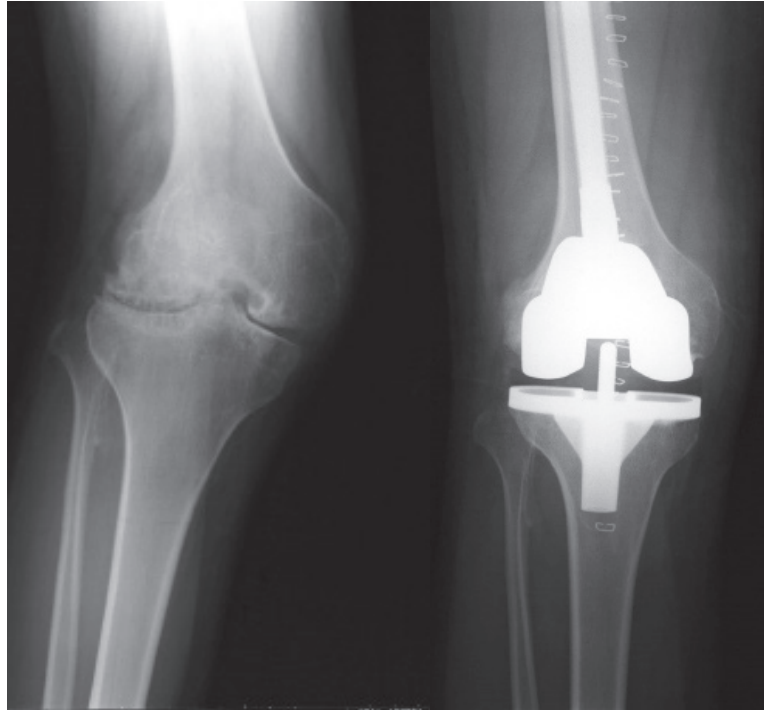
人工膝関節全置換術 当院で行った症例の術前（左）および術後（右）のX線写真
